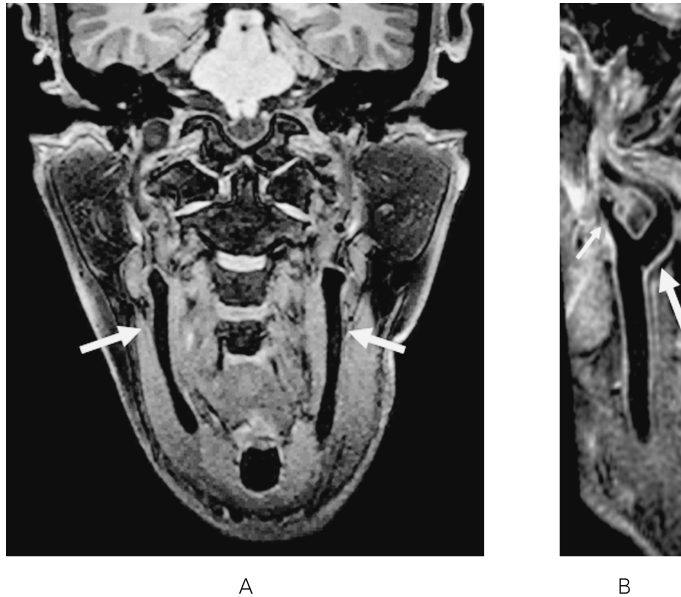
3D T<sub>1</sub>-weighted plaque MRI in a patient with normal carotid arteries
